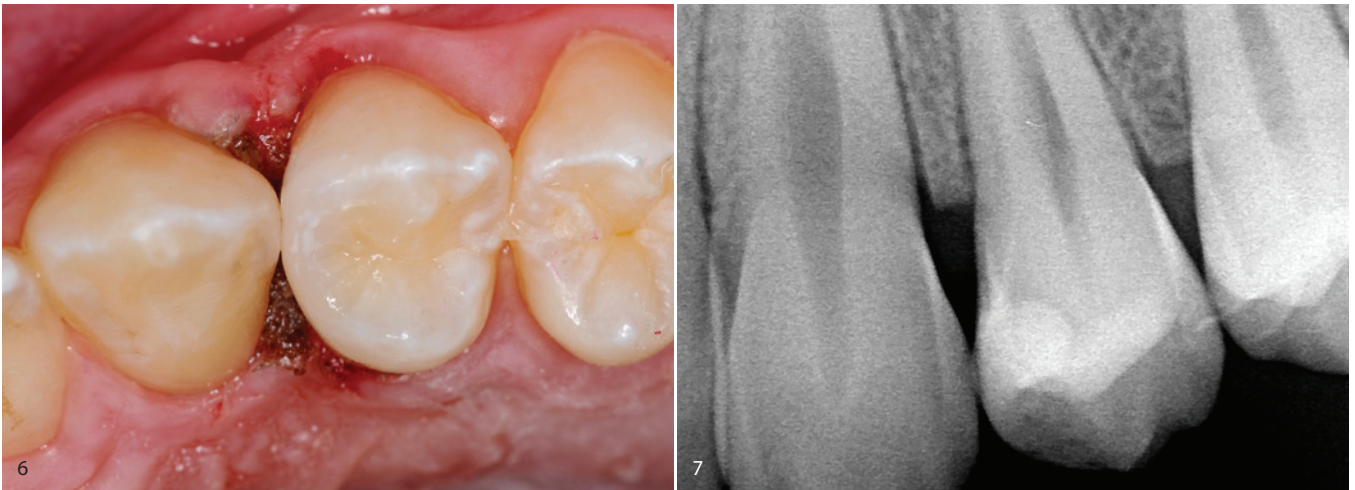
Detailsicht approximaler Rand/Übergang. – Abb. 7: Postoperative Röntgenkontrollaufnahme.
